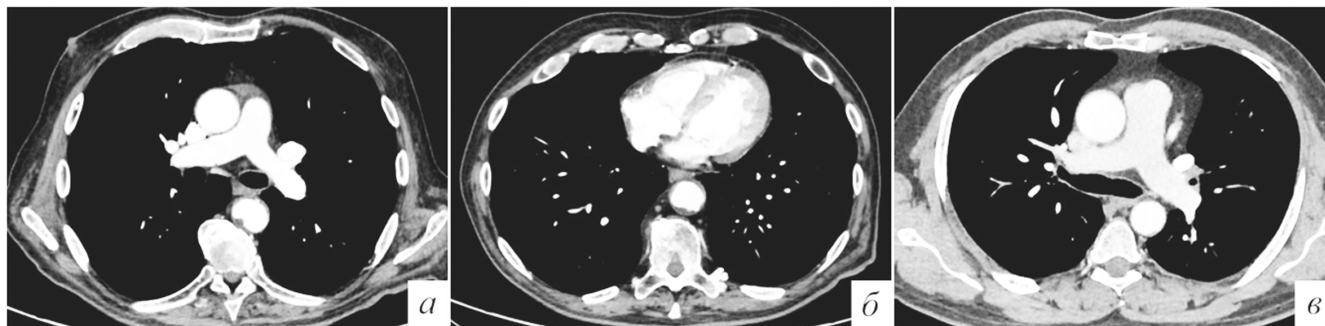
КТ с контрастным усилением в аксиальной проекции. На изображениях а и б представлен пример хорошего равновесного контрастирования, который подходит как для оценки ЛА, так и для аорты и её ветвей за одно сканирование по типу split-bolus. На изображении в – слабая плотность контрастного препарата в ЛА при обычном протоколе сканирования (поздний старт), который не позволяет достоверно оценить факт наличия ТЭЛА
